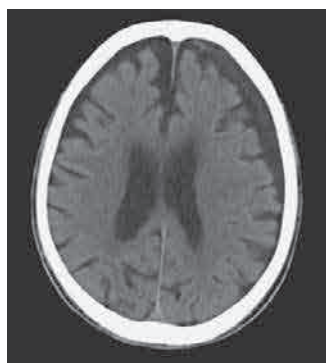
穿頭術後の頭部 CT. midline shift の改善が認められる.
